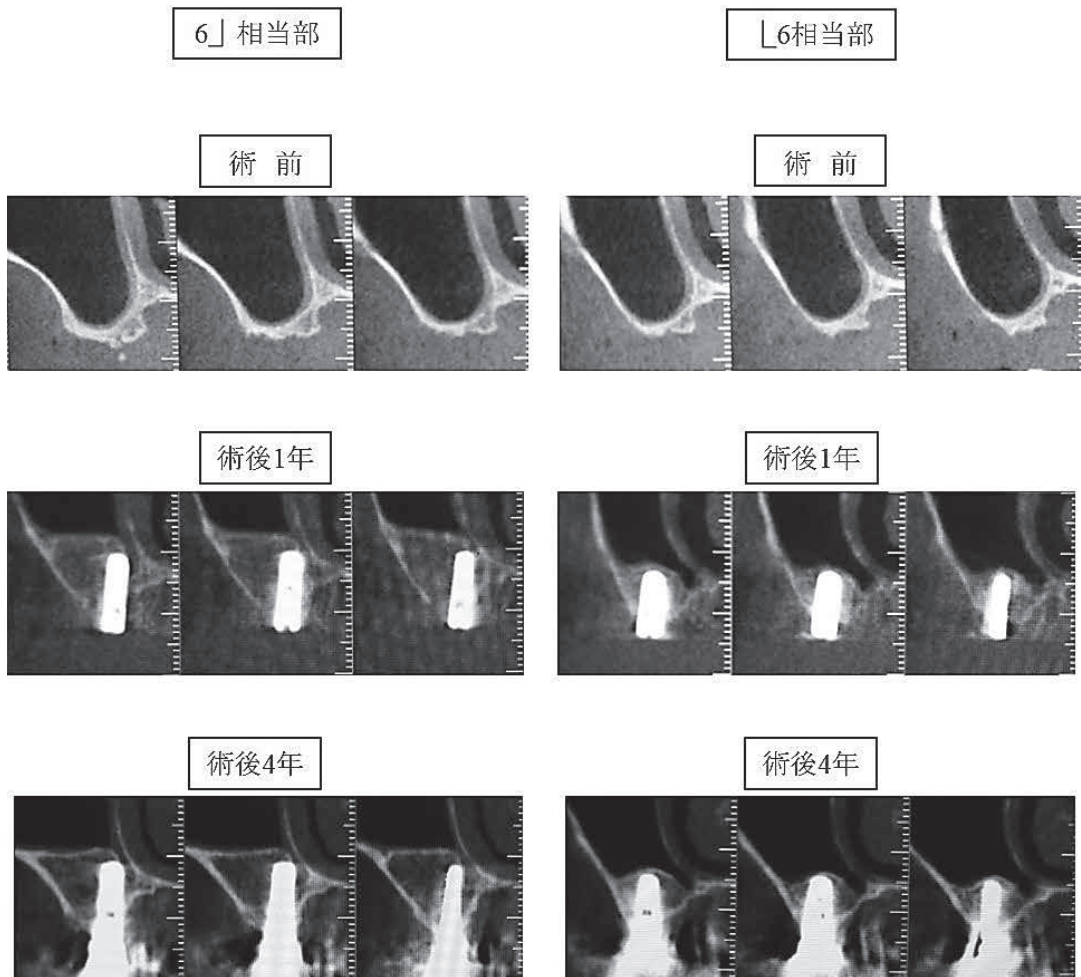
腸骨移植術前および術後1年と4年のCBCT写真（症例2）
